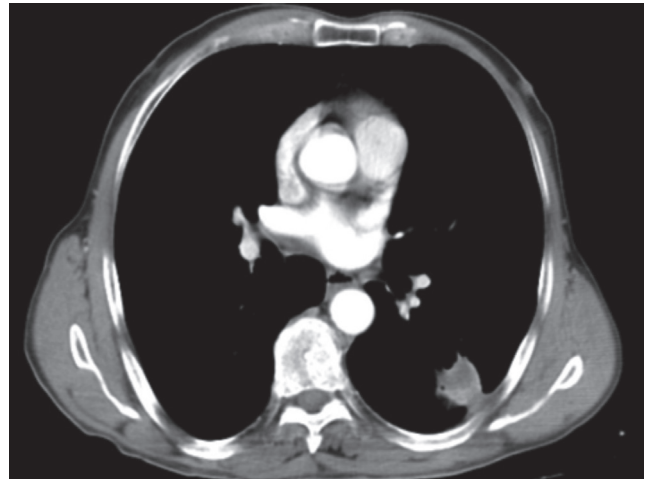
Thoracic computed tomography
